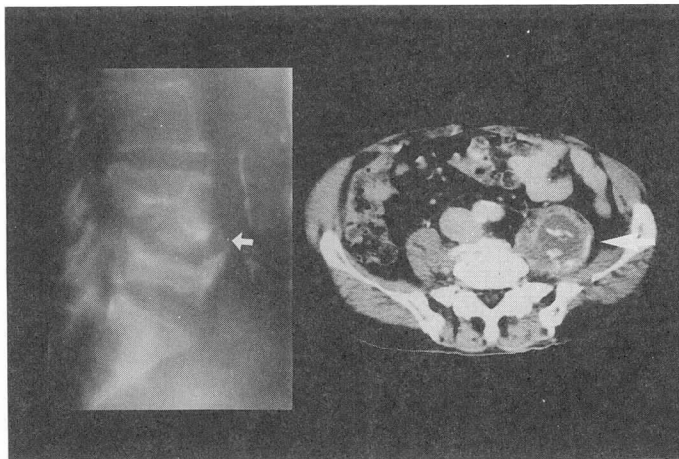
腰椎断層撮影(左)：第4、5腰椎に骨破壊像が認められる(矢印)。腹部CT像(右)：左側腰椎に接し、石灰化を伴う流注膿瘍が認められる。
